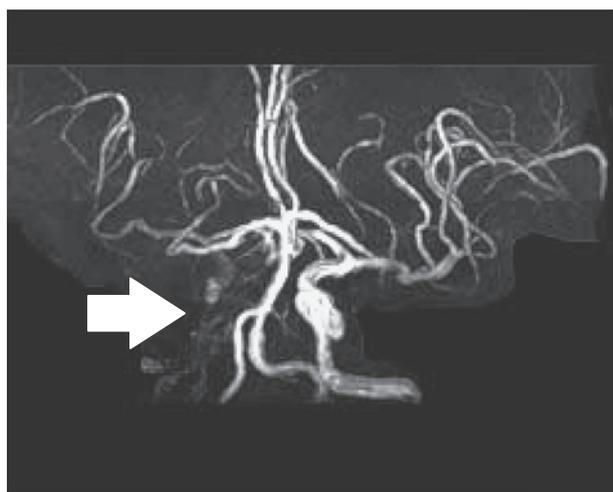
Magnetic resonance angiography (TR 33, TE out of phase) revealed occlusion of the right internal carotid artery (arrow).
